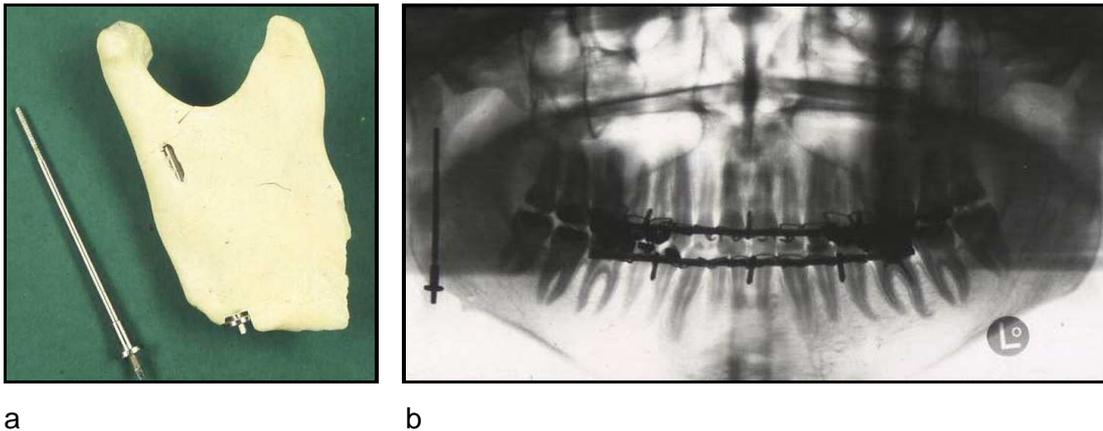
a und b: Zugschraubenosteosynthese für Unterkiefergelenkfortsatzfrakturen (Eckelt und Gerber, 1981). Knochenmodell mit eingebrachter Zugschraube für Demonstration im Studentenseminar, daneben Röntgenkontrollbild nach operativer Versorgung einer rechtsseitigen Gelenkhalsfraktur. Für diese Form der operativen Versorgung war ein extraoraler Zugang von submandibulär erforderlich. Seit den 80-er Jahren an der Universität Halle angewendetes Verfahren, welches alternativ zur von intraoral erfolgenden Miniplattenosteosynthese vorgenommen wurde. (a und b PASH)
